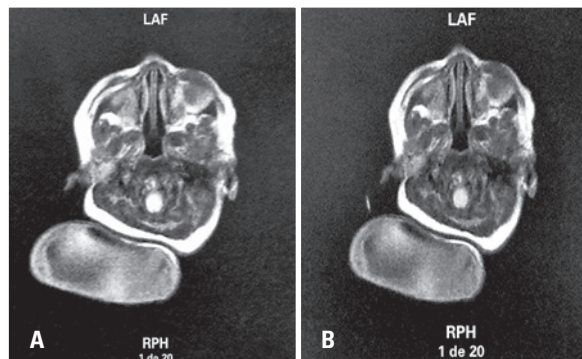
Ressonância magnética do encéfalo demonstra falha óssea suboccipital mediana, com extrusão do aspecto superior e verme cerebelares, além de líquido cefalorraquidiano e meninges (encefalomeningocele)
